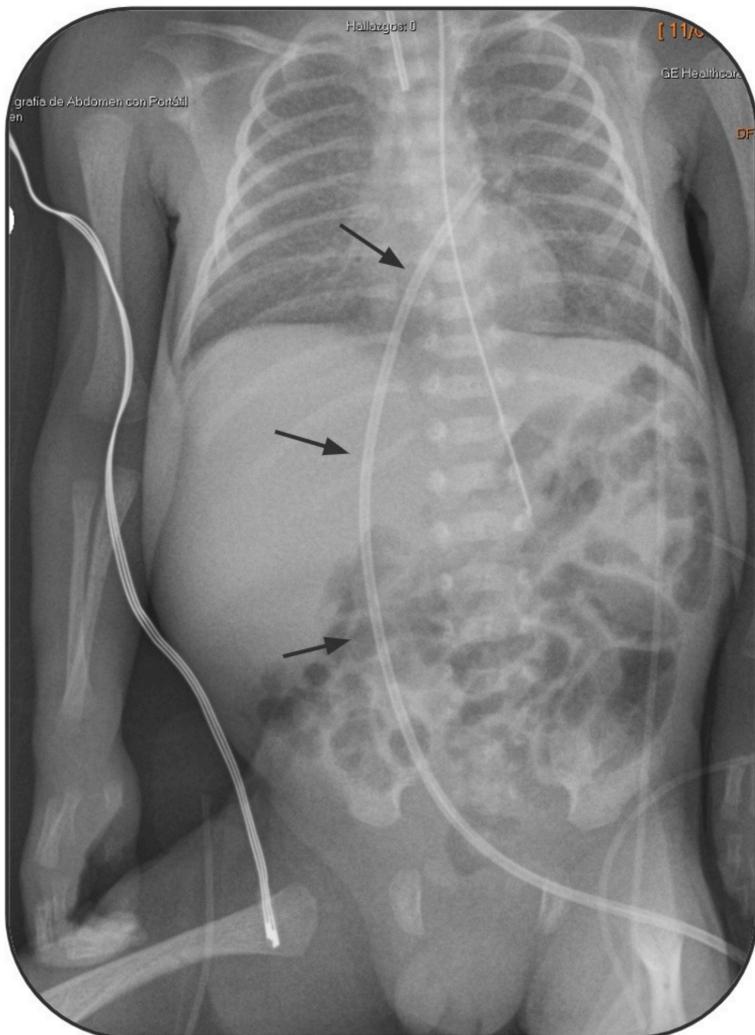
Radiografía Tx-Abd AP.
